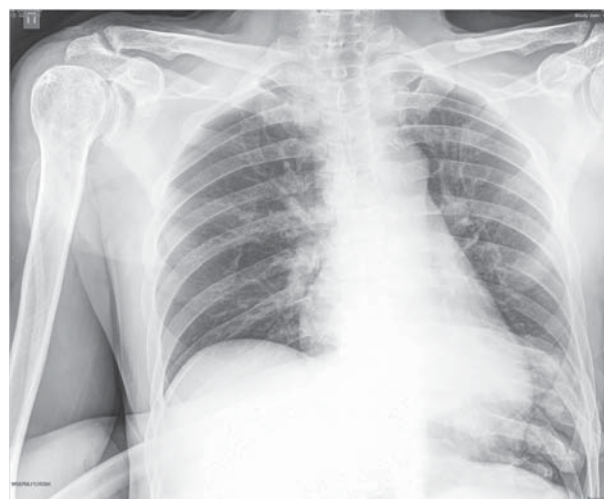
Рентгенограмма грудной клетки с захватом плечевых суставов пациента П. после операции.
